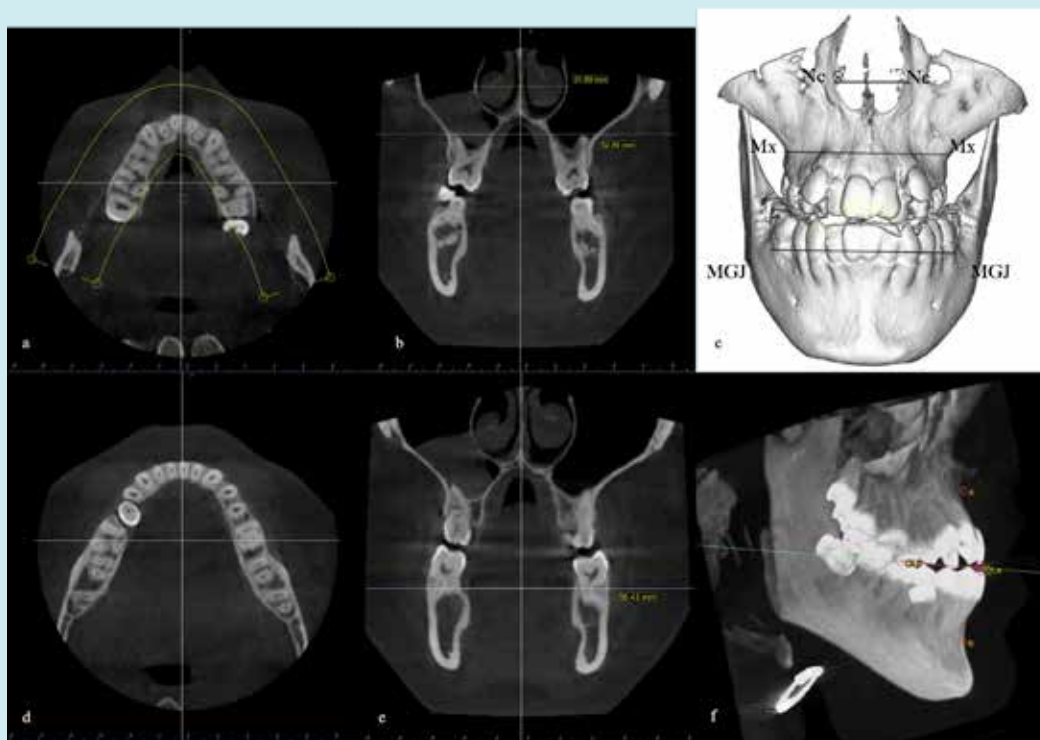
Analyse squelettique transversale et antéro-postérieure sur CBCT en pré-traitement (T0). (a) Vue axiale de l'arcade maxillaire ; le plan coronal de référence passe par la trifurcation des premières molaires maxillaires (niveau de la mesure b). (b) Coupe coronale, perpendiculaire au plan sagittal médian : largeur de la cavité nasale (Nc-Nc, 31,69 mm) et largeur osseuse maxillaire au niveau des points jugaux (Mx-Mx, 52,89 mm). (c) Reconstruction volumique 3D avec les points de référence de l'analyse transversale de UPA [11] : point maxillaire (Mx) et jonction muco-gingivale mandibulaire (MGJ). (d) Vue axiale de l'arcade mandibulaire ; le plan coronal de référence passe par les centres de résistance des premières molaires mandibulaires (niveau de la mesure e). (e) Coupe coronale : largeur osseuse mandibulaire au niveau de la MGJ (MGJ-MGJ, 56,43 mm). (f) Analyse de Jacobson: les projections perpendiculaires des points A et B sur le plan occlusal quantifient l'écart squelettique antéro-postérieur.
